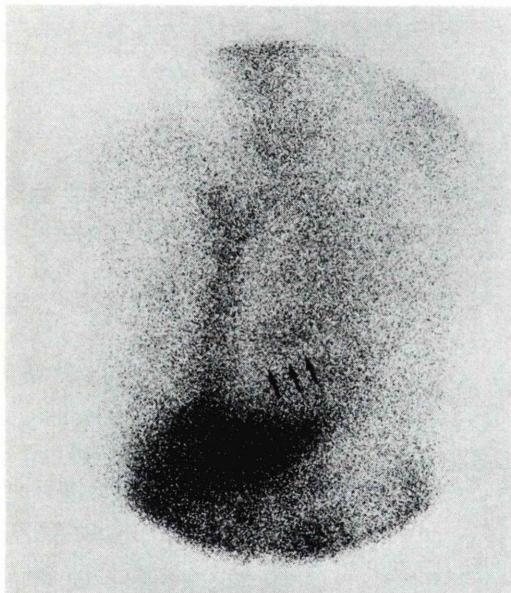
Planar imaging of ^{67}Ga -citrate scintigraphy. Abnormal accumulation in the heart was suggested (at LAO 45°).
